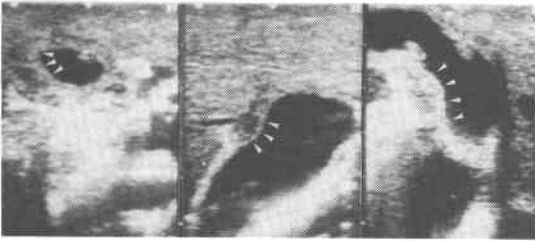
新鮮摘出標本の水浸超音波像。壁内の腫瘤像が低エコー域として描出されている。
